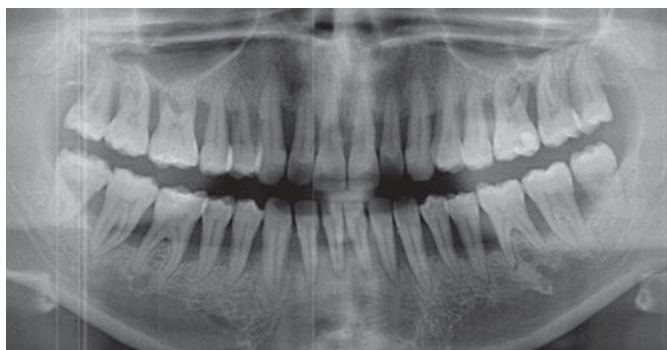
Orthopantomogramm vor Initialtherapie – 28-jähriger Patient mit bis zu 90 Prozent Knochenverlust
